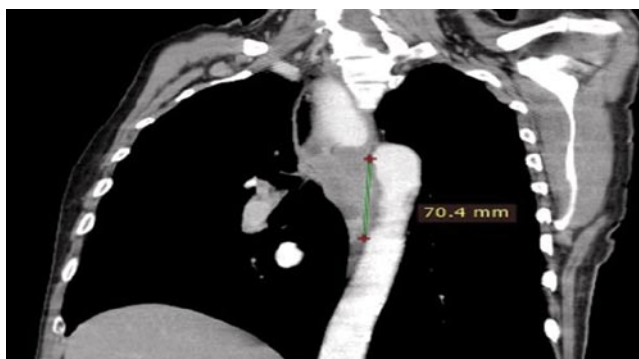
Распространение опухоли на адвентицию аорты по данным СКТ.
